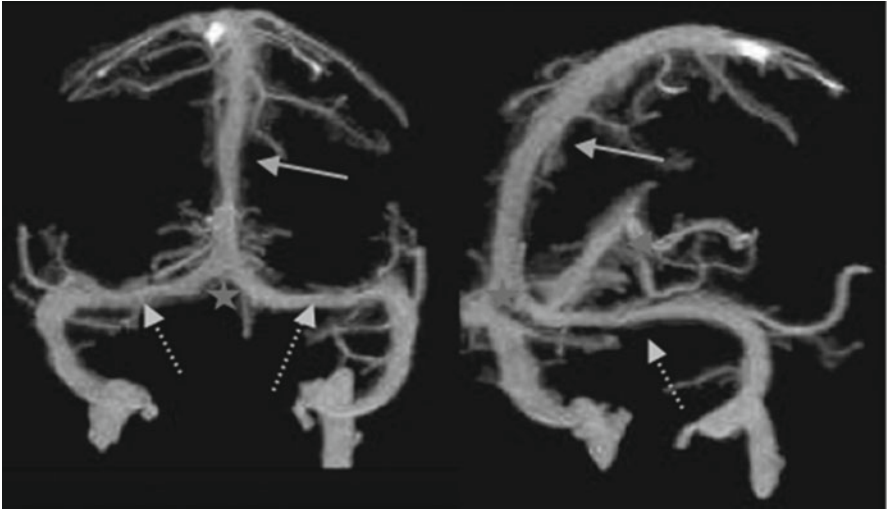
Angio-IRM veineux 3D montrant les sinus longitudinaux (flèches) et droit (tête de flèche) confluant au torcular (étoile) pour donner les sinus latéraux droit et gauche (flèches pointillées) qui se poursuivent dans les sinus sigmoïdes.
